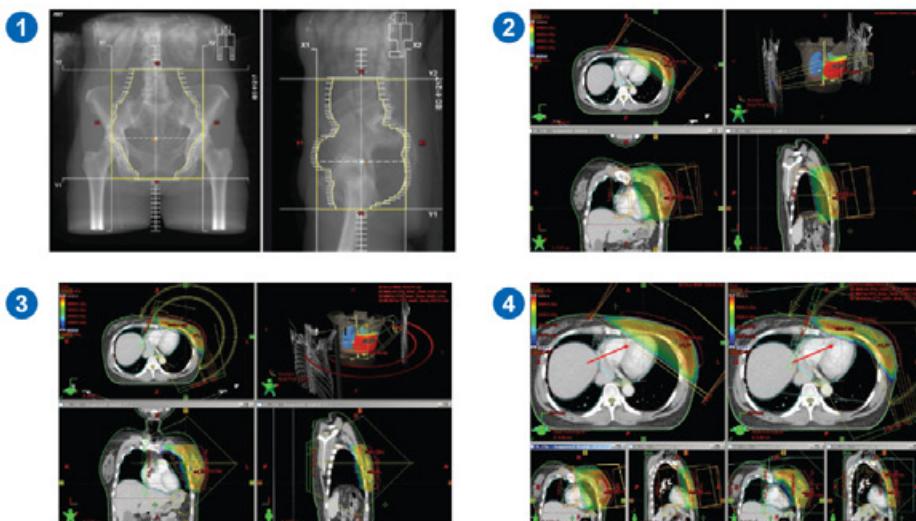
2차원 방사선치료(2D-RT)
